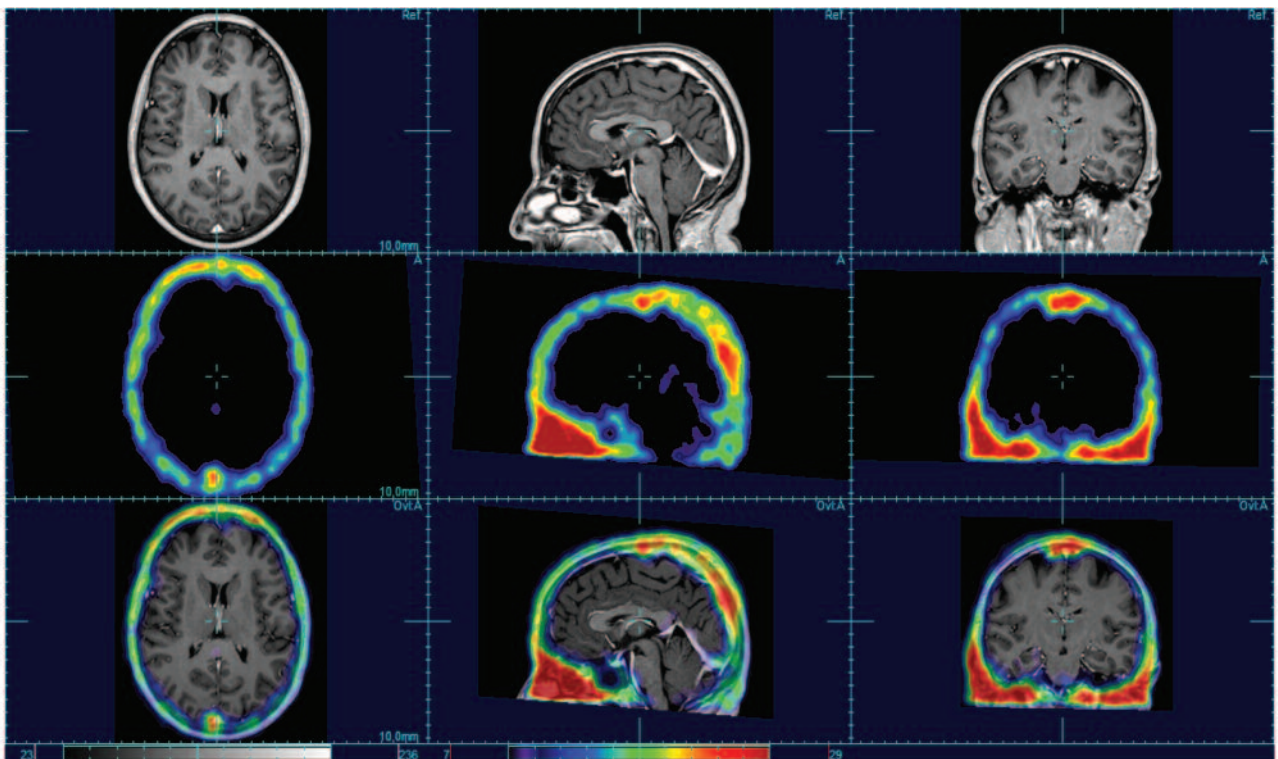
Загальний вигляд робочого вікна програми RView 9.075BQT із завантаженими даними МРТ та ОФЕКТ головного мозку в трьох проекціях без патологічних змін
